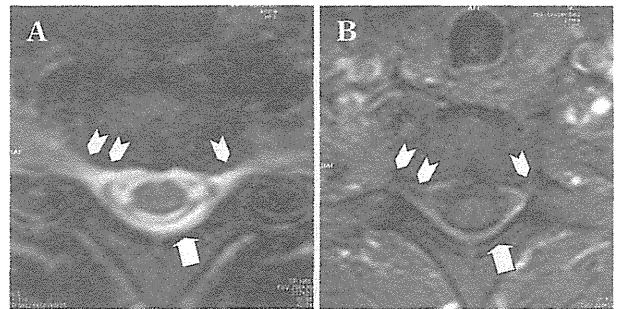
Typical images of Spinal MRI
